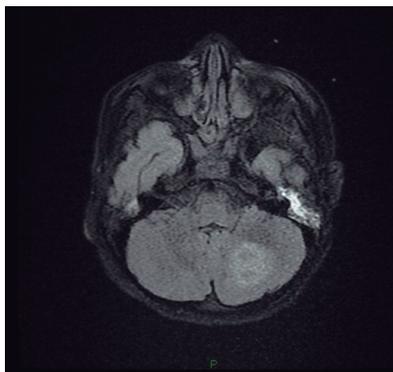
RNM encéfalo. Corte axial. Secuencia FLAIR. Imagen hiperintensa en FLAIR en hemisferio cerebeloso izquierdo.
